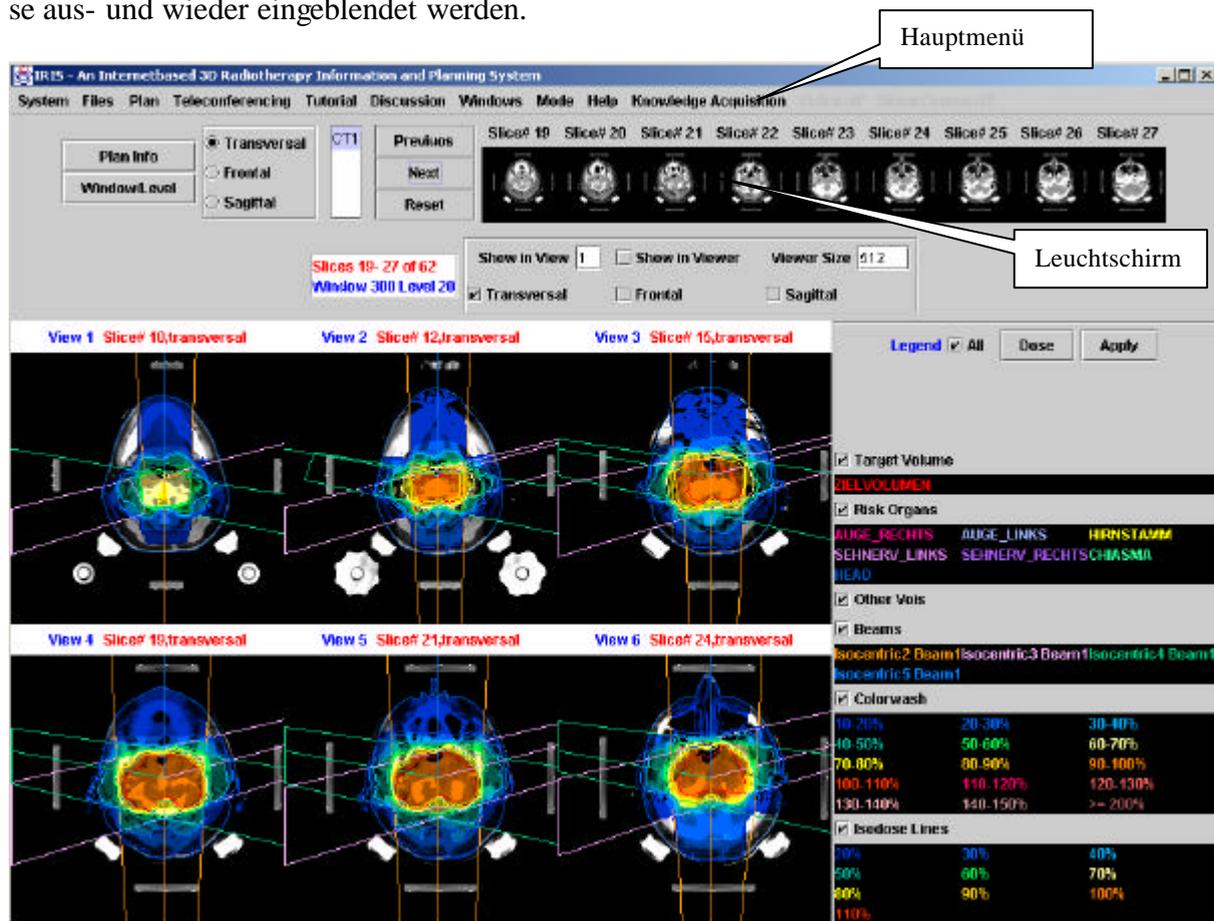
Isodosenatlas, 2D Ansicht. Der Screenshot zeigt die 2D Ansicht des Isodosenatlases. Sie wird im Hauptfenster des IRIS Applikations angezeigt. Über das Menü kann auf alle funktionalen Module von IRIS zugegriffen werden. Die abgebildete 2D Ansicht zeigt exemplarisch die Schichten eines CT-Würfels. Der Benutzer hat einen Überblick über alle vorhandenen Schichten anhand einer Leuchtschirmdarstellung. In den vergrößerten Schichtbildern werden die Konturen mit der Dosisverteilung dargestellt.
